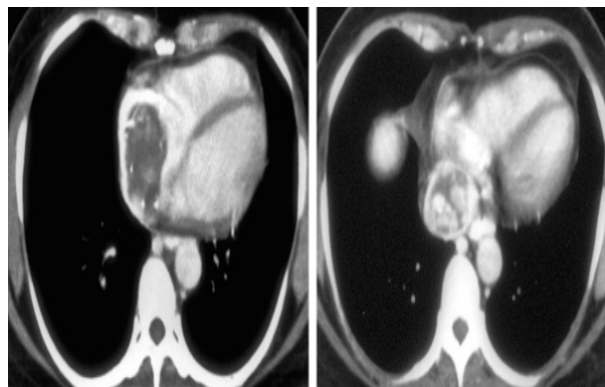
TAC de tórax con contraste.
